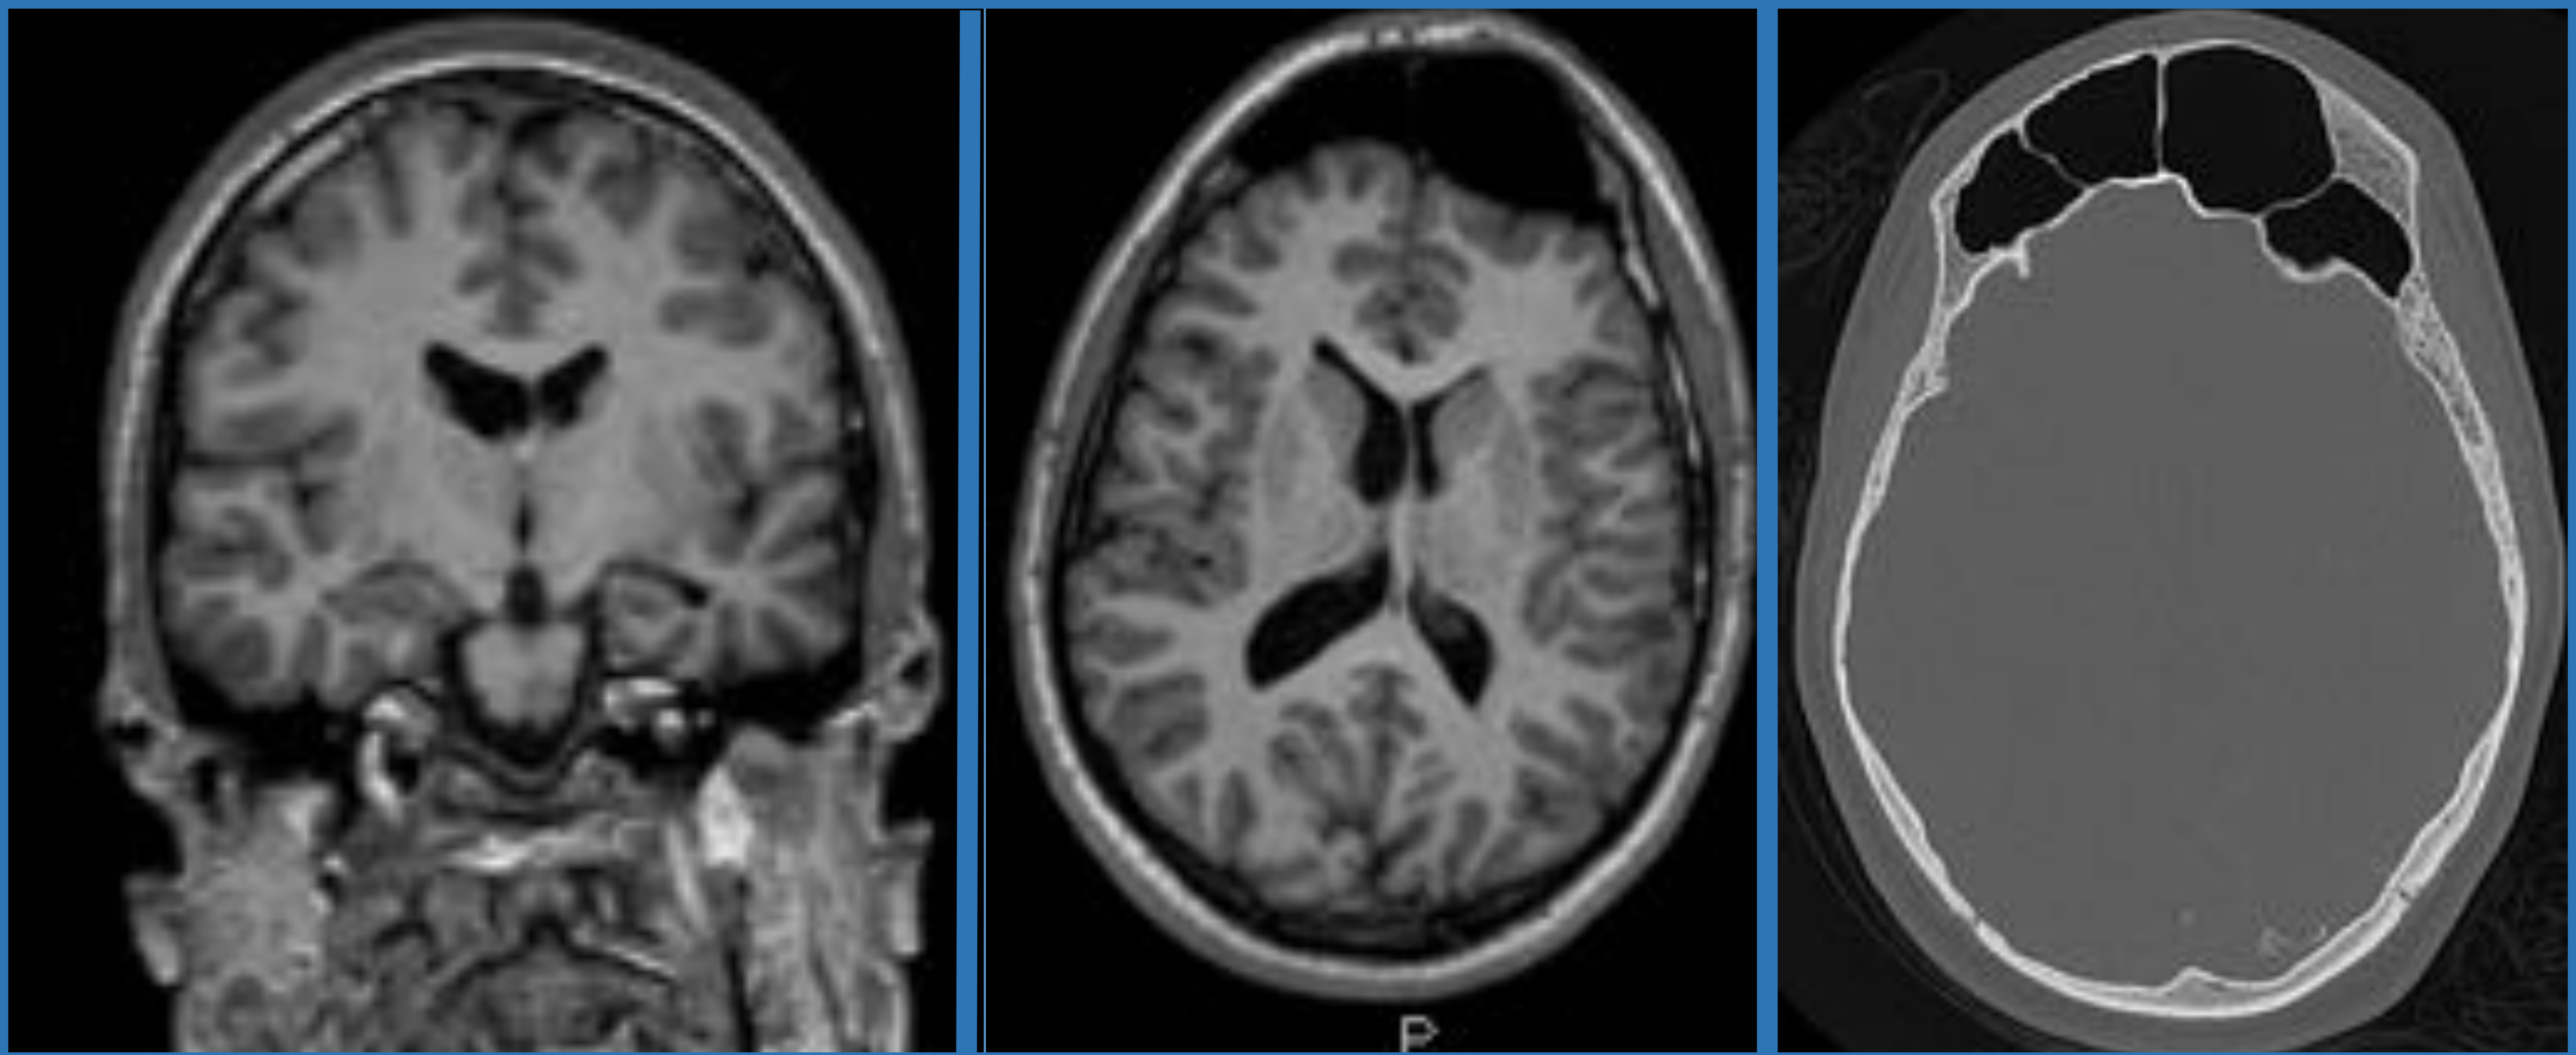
Hemiatrofia cerebral izquierda con leve engrosamiento de la hemicalota ipsilateral e Hiperneumatización de senos frontales, de predominio izquierdo. *Secuencias: coronal y axial T1 SC. TC de cráneo SC en plano axial.*
